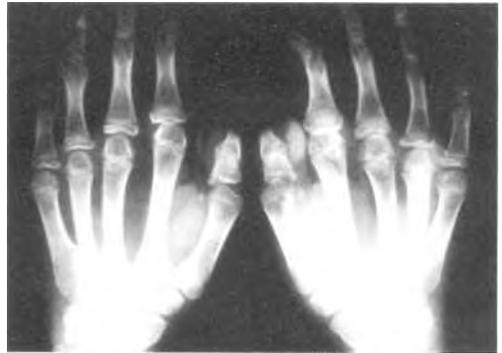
b. *Radiografías de las manos.*
